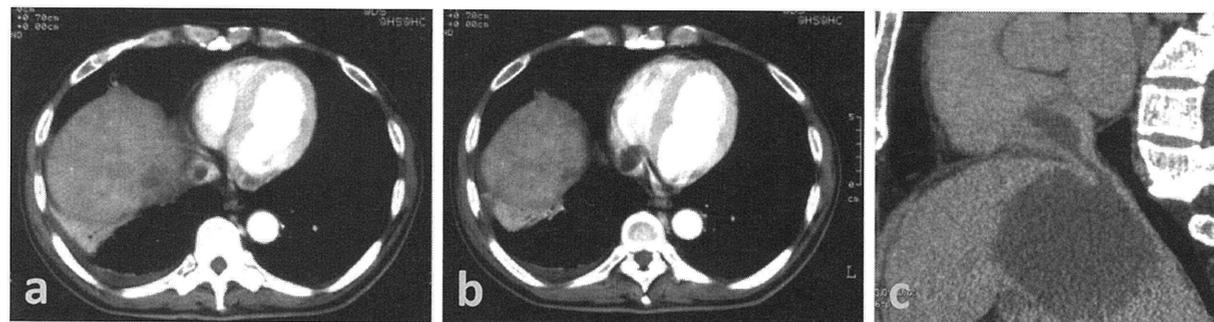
a; 下大静脈内血栓 (胸腹部造影 CT)
